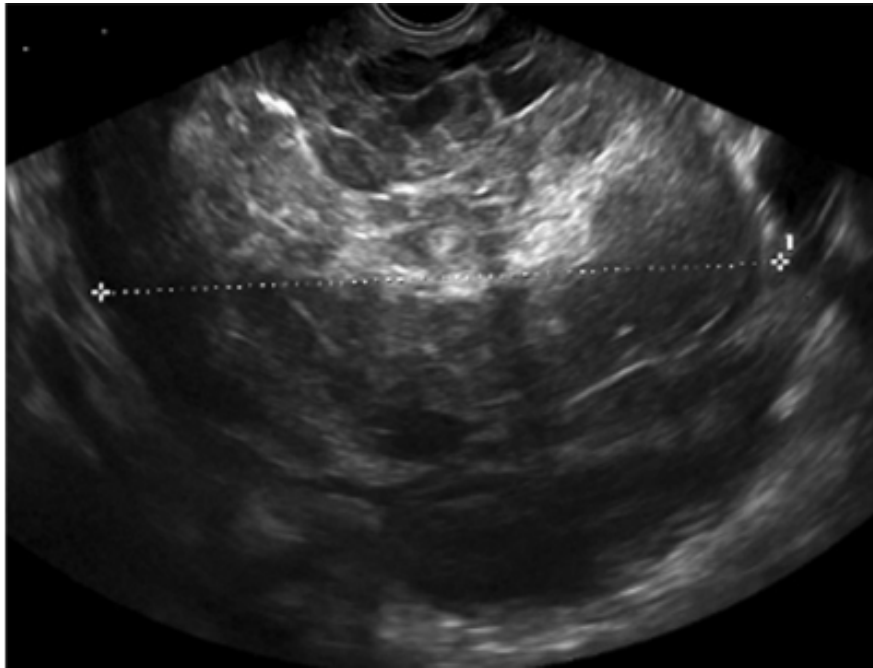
Image échographique d'une TGO stade la chez une femme âgée de 52 ans ménopausée présentant une distension abdominale comme seule symptôme, on note une masse solide de 17cm avec échogénicité hétérogène du tissu solide donnant l'impression d'une nécrose [79].
